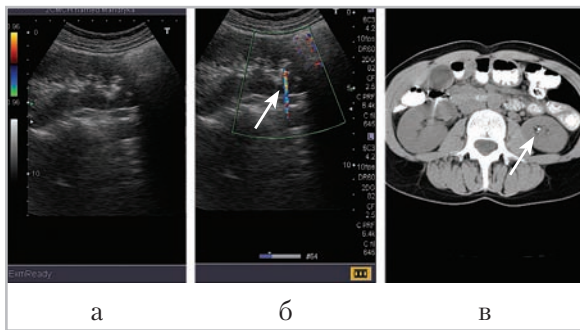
Использование «мерцающего» артефакта для диагностики мелких камней почек: *а* — УЗИ в В-режиме. Конкременты не визуализируются на фоне множественных нормальных мелких гиперэхогенных структур синуса почки; *б* — УЗИ в режиме цветового доплеровского картирования. Выраженный «мерцающий» артефакт (*стрелка*) указывает на наличие мелкого конкремента в почке; *в* — компьютерная томограмма. В нижней чашечке левой почки визуализируется мелкий конкремент (*стрелка*)
